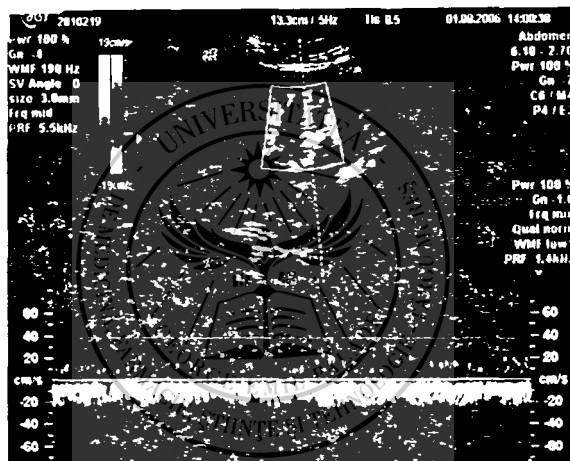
Examen Eco-Doppler Duplex cu vizualizarea fluxului în vena renală (vena se colorează în albastru și fluxul este negativ, ușor undulat, modulat după mișcările cordului)
